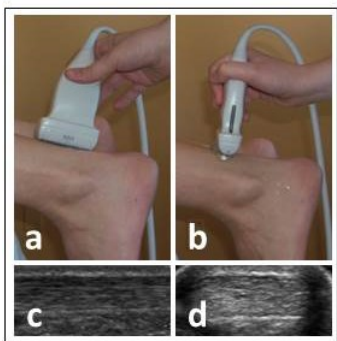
Positions de la sonde et images ultrasonographiques obtenues : (a et c) sonde positionnée de façon longitudinale au TA; (b et d) sonde positionnée de façon transversale au TA.
